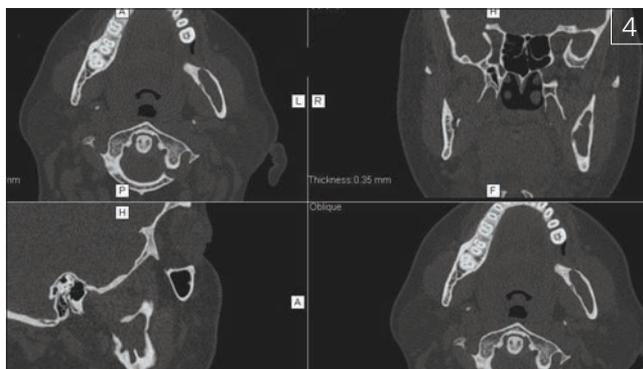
Кератокиста угла и ветви нижней челюсти слева. МСКТ
